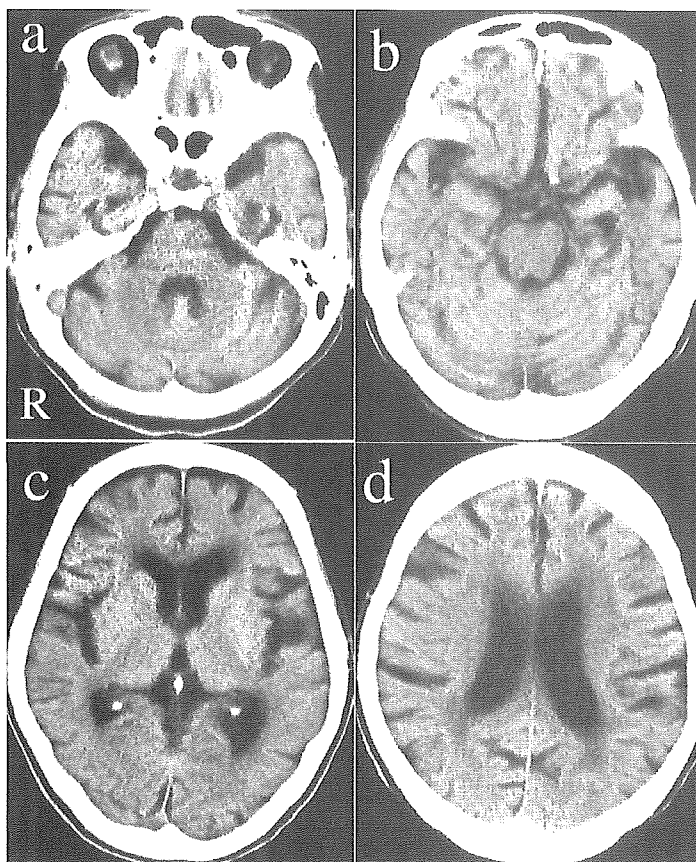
神経原線維変化型老年痴呆(SD-NFT)の頭部 CT
